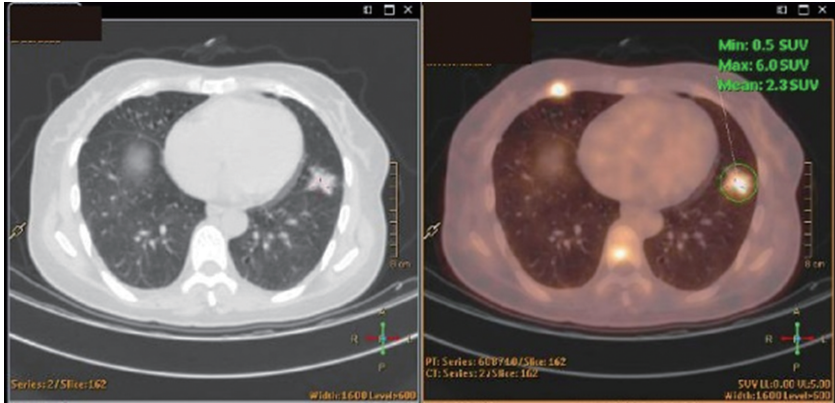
胸部增强 CT 肺示多发软组织密度结节,胸椎,肋骨转移病灶
